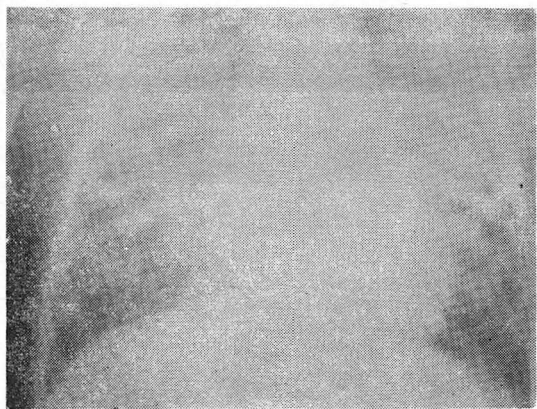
Case 1 (4 year old male): The radiograph, showing severe pulmonary edema. The patient expired several hours after admission.
